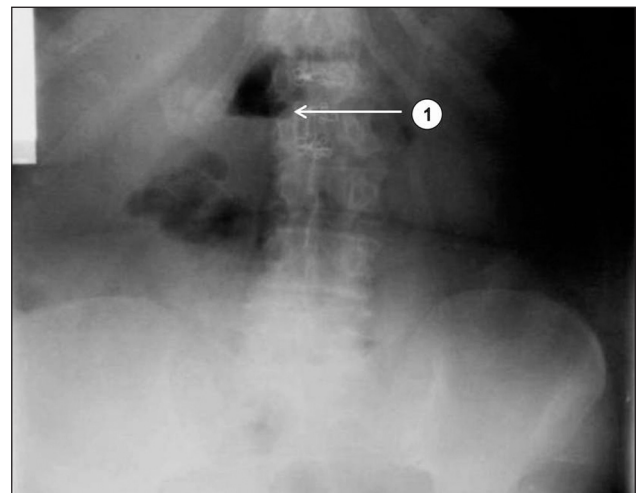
Рентгенография ОБП у больной С., 52 года.
